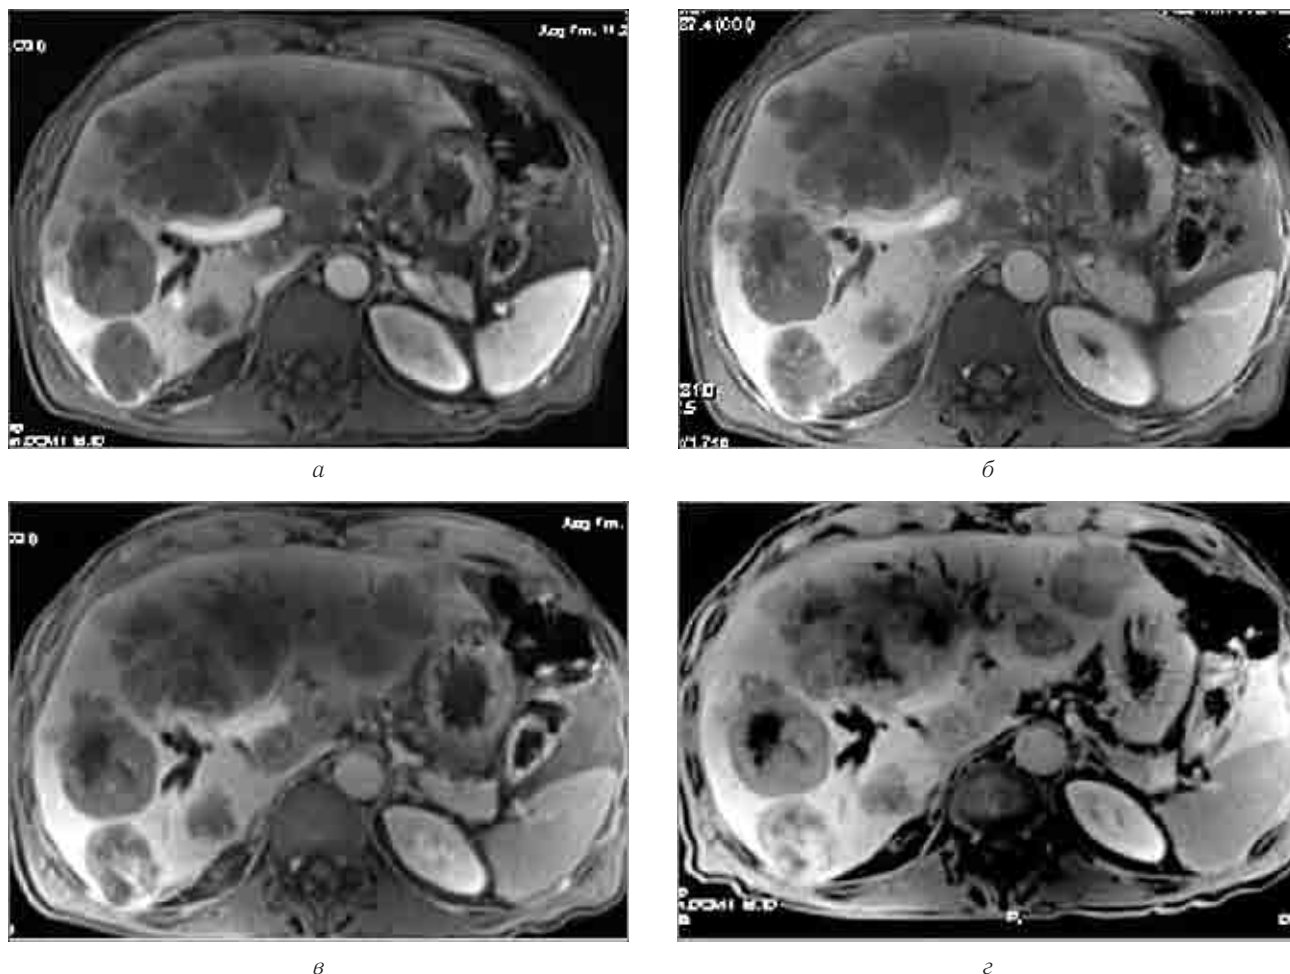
Пациент Ш., 48 лет. Многоочаговое вторичное поражение печени. МРТ. Примовист T1-VIBE: *а* — артериальная фаза; *б* — портальная фаза; *в* — равновесная фаза; *г* — ранняя отсроченная фаза.
